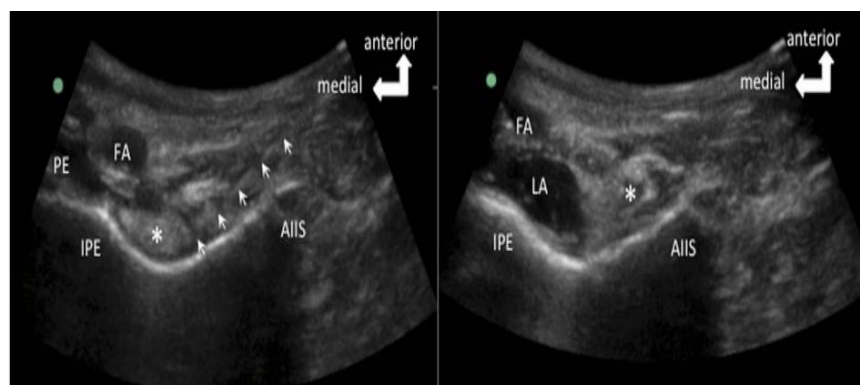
El sonograma correspondiente de la Fig. 2. La figura de la izquierda muestra la posición de la aguja. La aguja está perfilada por las flechas. La figura de la derecha muestra la propagación del anestésico local después de la inyección. FA indica arteria femoral; LA, anestesia local; PE, músculo pectino. * Psoas del tendón.
